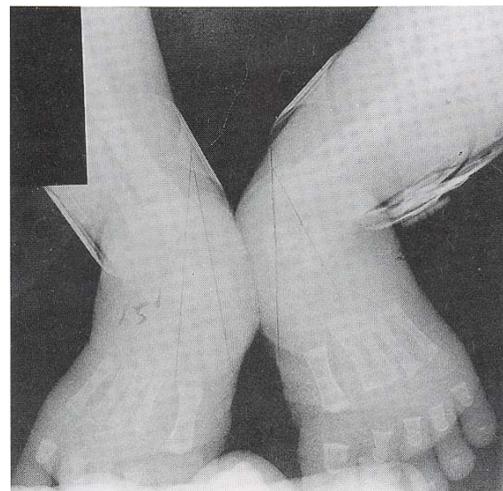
Both feet AP X-ray shows bilateral talipes calcaneovalgus deformity.
